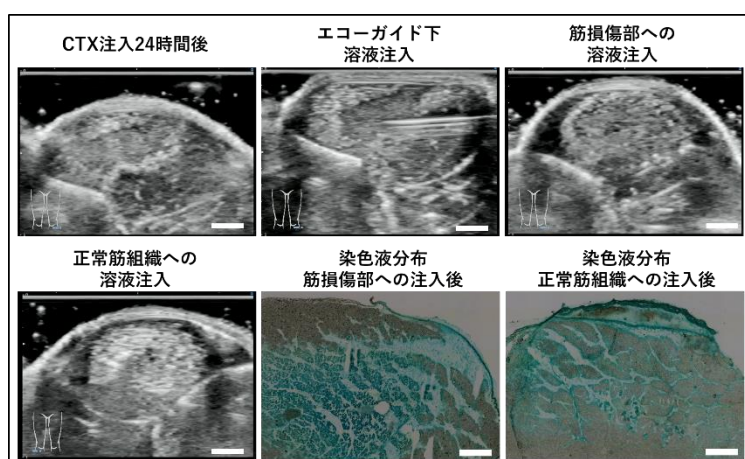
CTX 誘導性筋損傷部へのエコーガイド下溶液注入
